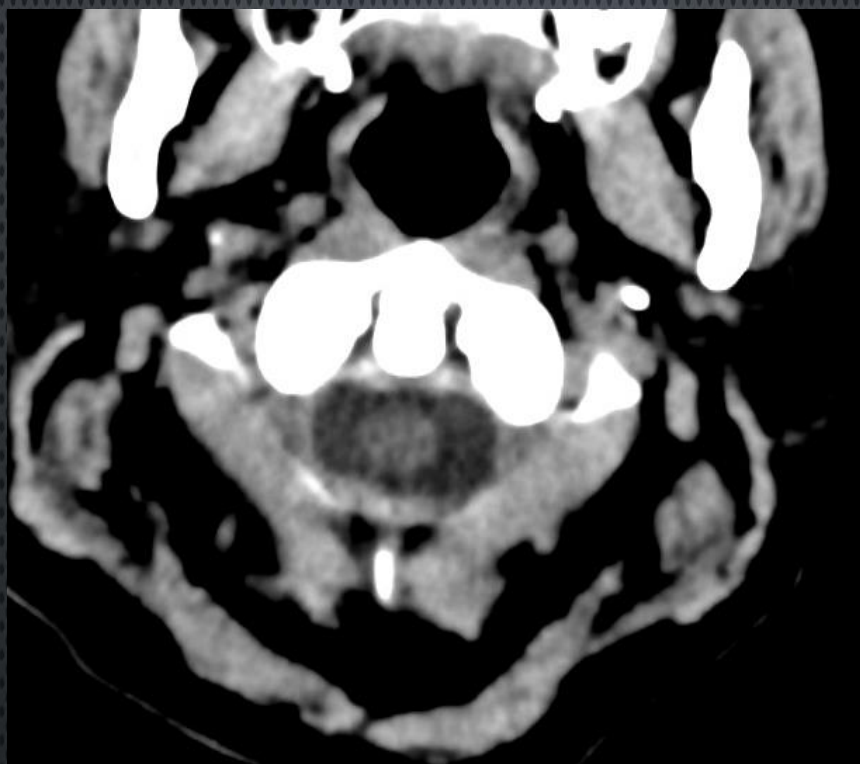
Tomografía de cerebro en corte axial: a nivel de C1-C2, sin imágenes patológicas a nivel del canal medular, ni de partes blandas y óseas
